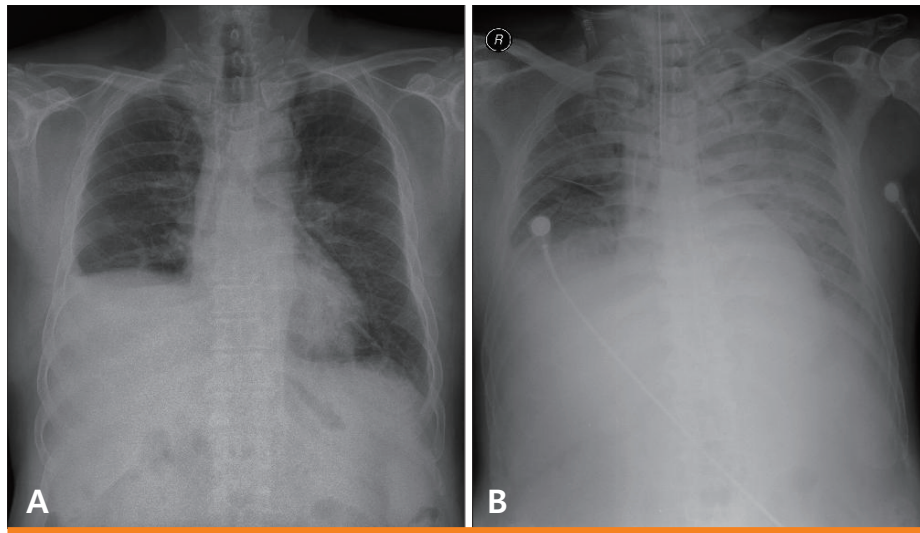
Radiographic findings of the chest on day 1. (A) Posteroanterior view at the emergency department. (B) Anteroposterior view just after endotracheal intubation, suggesting pulmonary edema.
